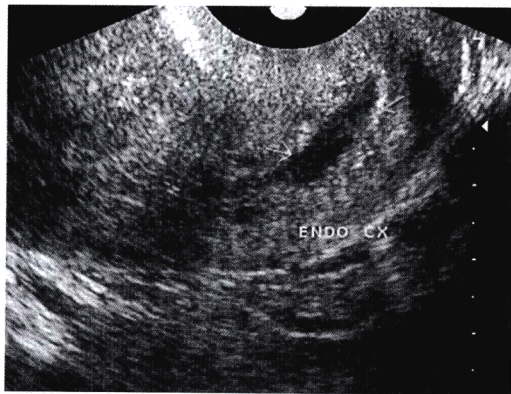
经阴道超声显示宫颈区是一个经过宫颈中央的界线清楚的梭状区域。
